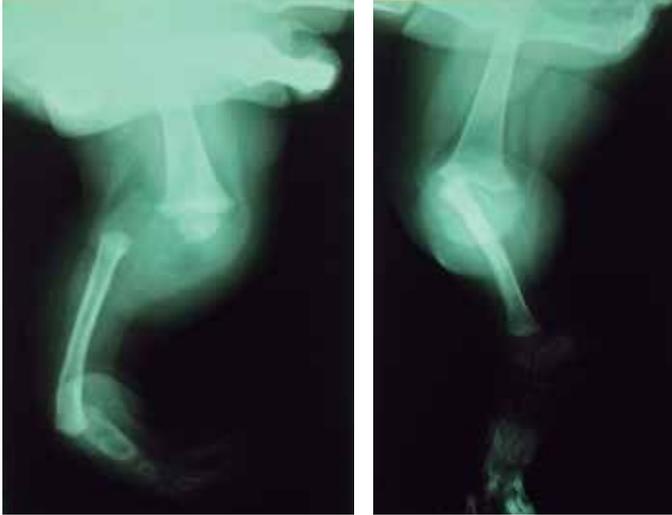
Radiografias em perfil e ântero-posterior da perna direita evidenciam ausência congênita da tibia, classificada como tipo I de Kalamchi e Dawe, com pé torto, e fíbula proeminente.
